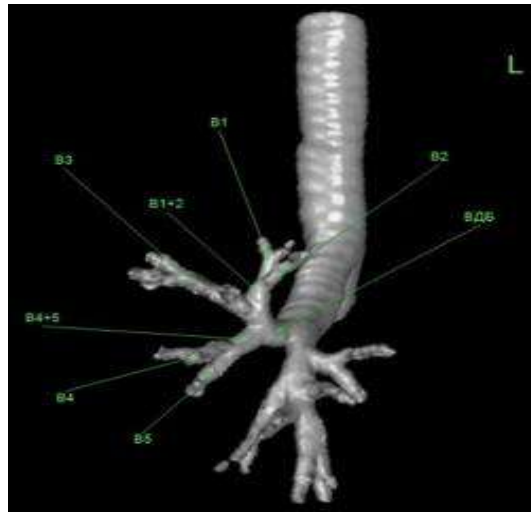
Наиболее частый вариант ветвления верхнедолевого бронха левого лёгкого (3D-реконструкция МСКТ-АГ) B^1 – верхушечный (апикальный) бронх; B^2 – задний сегментарный бронх; B^{1+2} – верхушечно-задний бронх; B^3 – передний сегментарный бронх; B^4 – верхний язычковый бронх; B^5 – нижний язычковый бронх; B^{4+5} – общий язычковый бронх; ВДБ – верхнедолевой бронх
